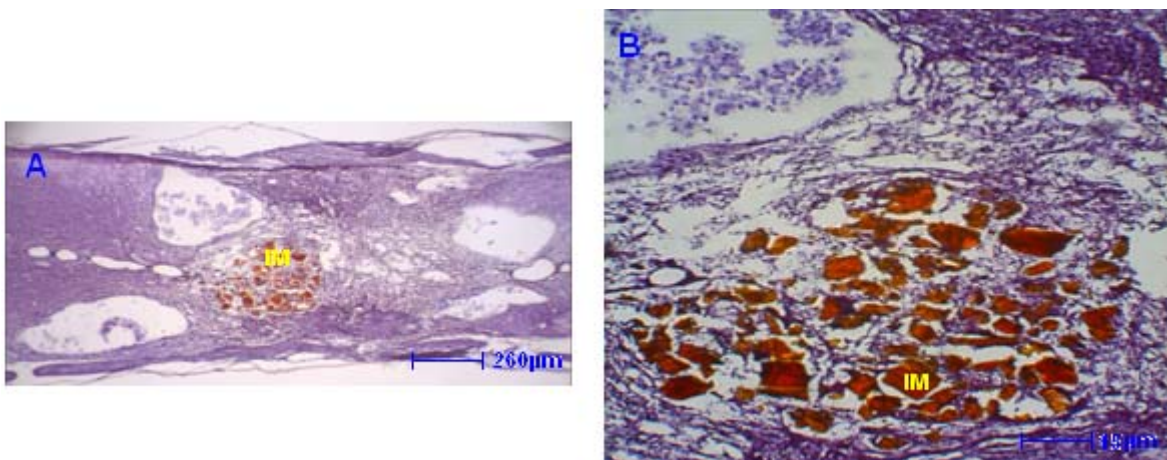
Cortes longitudinales de la médula espinal en el epicentro de la lesión teñidos con hematoxilina y eosina de Harris, del subgrupo PPy/I con EMBF (B) y (D) y sin EMBF (A) y (C), 2.5X y 10X. TC → Tejido cicatrizal, TF→Tejido fibroso, Q→Quiste, μQ→Micro quiste, CI→Células inflamatorias, IM→Implante.
